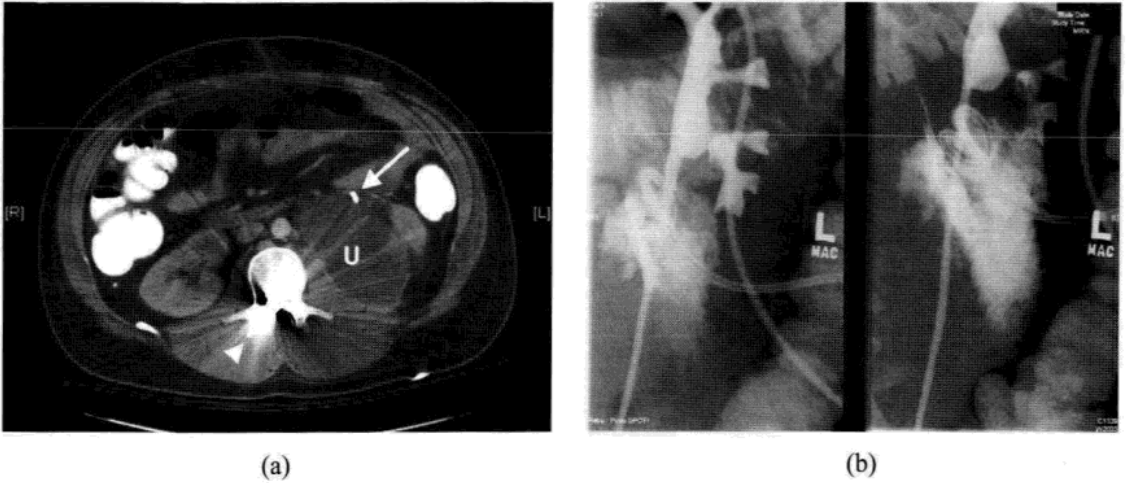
(a) 21 岁男性子弹穿透伤，伤及上 1/3 输尿管，并四肢瘫痪。几天后行 CT 扫描，发现在输尿管支架(箭)周围尿囊肿(U)形成。箭头指向脊柱内子弹定位。(b) 通过肾盂引流管注入对比剂，显示对比剂从左侧输尿管上 1/3 破口处外渗。输尿管腔内可见支架。猪尾形导管引流尿囊肿。
